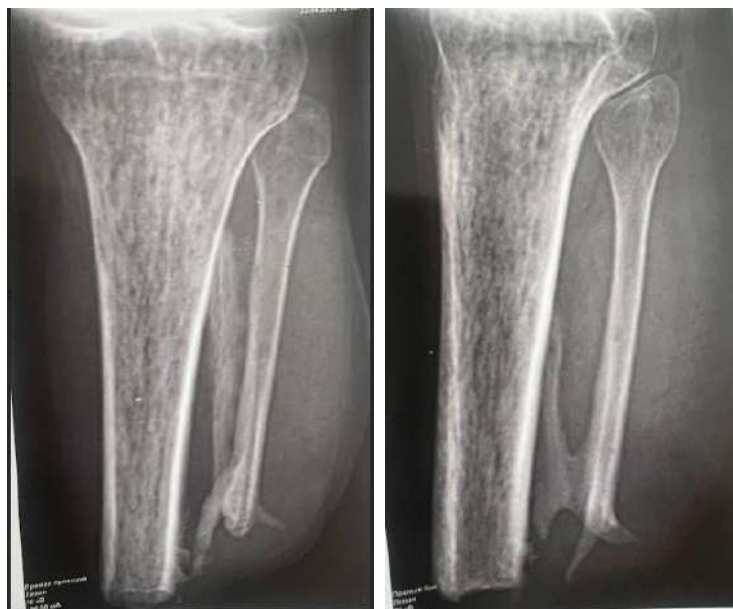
Фото рентгенограм кукс гомілок. Асиметричне веретеноподібне потовщення кортикального шару кукси великогомілкової кістки на фоні незавершеного локального ремоделювання в терміні 12 місяців після реампутації.
